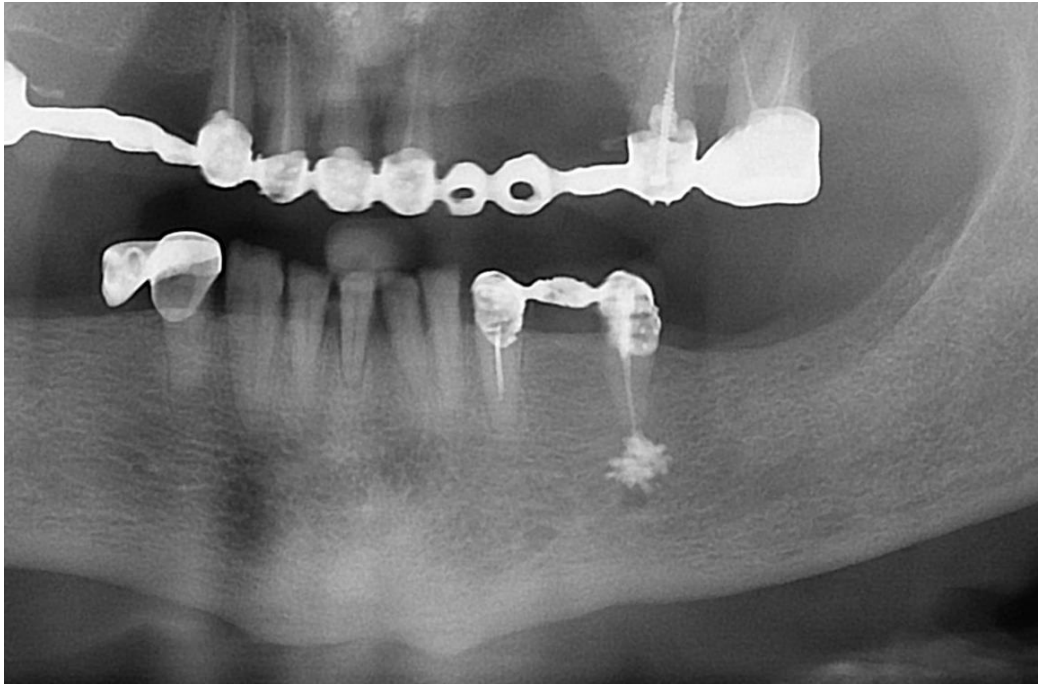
Фрагмент ортопантомограми пацієнтки Н., 1945 р.н., Витяг з медичної картки № 1917, повторне ендодонтичне втручання 45 зуба. Виведення ендогерметика в зону ментального отвору
